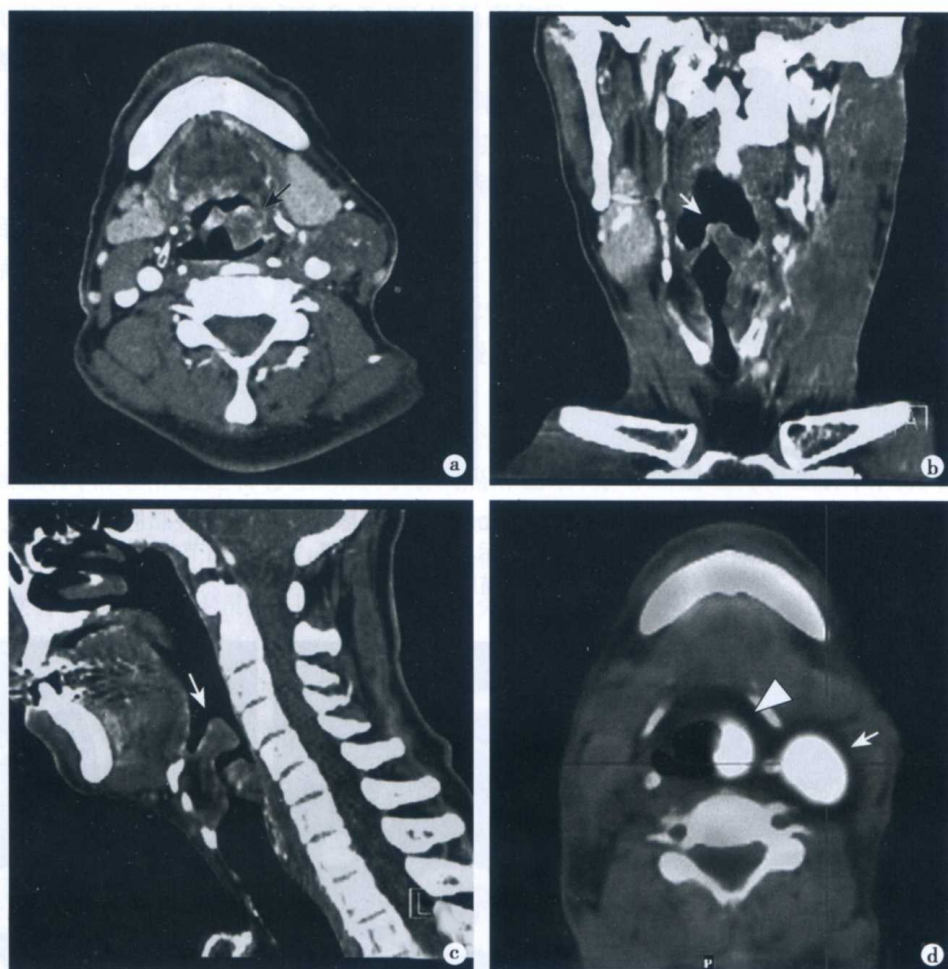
声门型喉癌伴颈部淋巴结转移 CT 表现 (见彩插)
